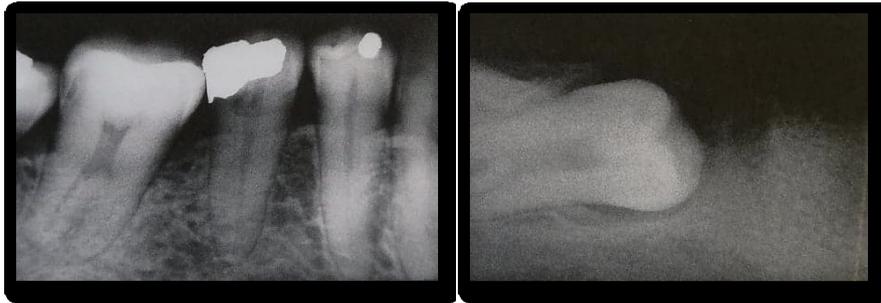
Radiografías de taurodoncia en molares
